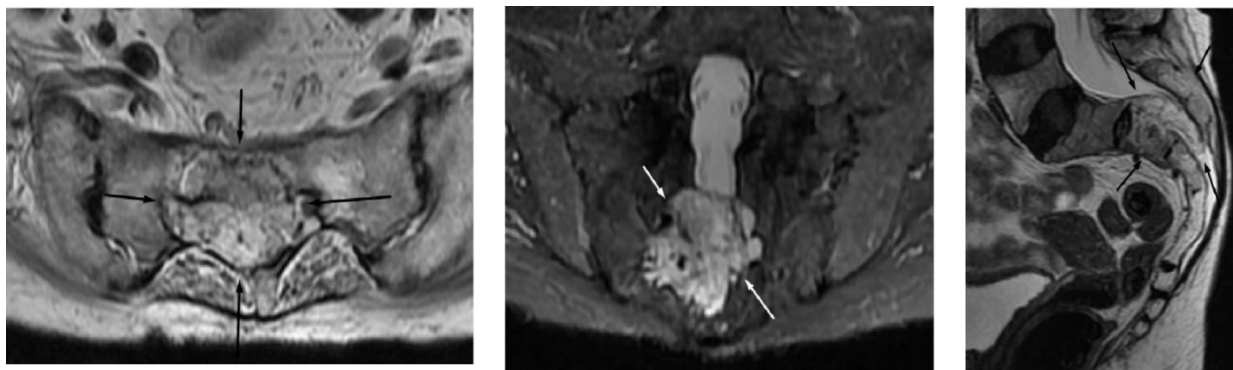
МРТ-исследование. В телах позвонков S2-S3 образование размерами 44 x 26 x 38 мм, обтурирующее крестцовый канал, компримирующее крестцовые нервы
